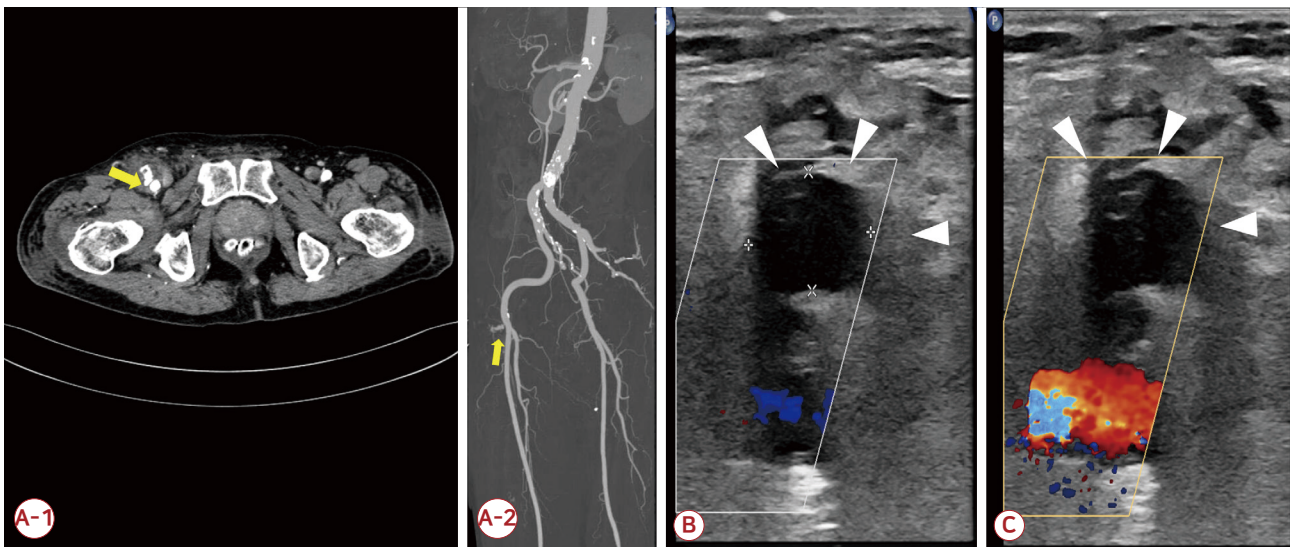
(A-1, A-2) On the enhanced lower extremity computed tomography, pseudoaneurysm and neck were observed above the superficial femoral artery (yellow arrow). (B) Ultrasound image shows a pseudoaneurysm after the ultrasound-guided thrombin injection (arrowheads). (C) No internal blood flow on the color Doppler ultrasonography inside the pseudoaneurysm sac due to complete thrombosis (arrowheads).
